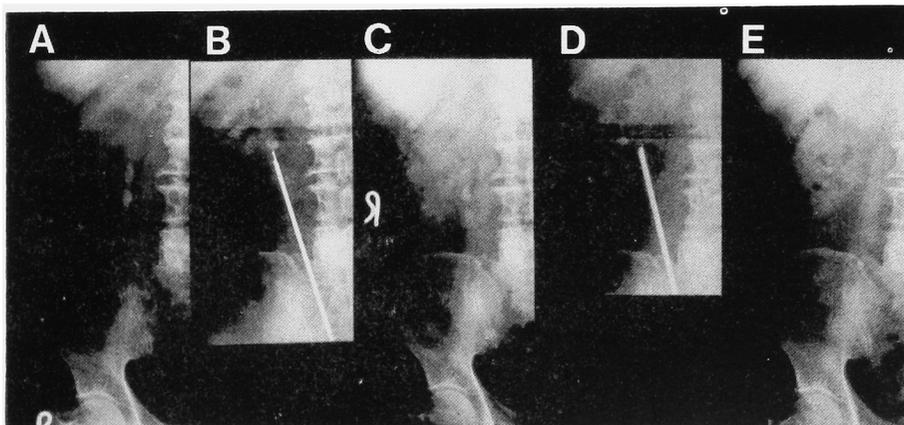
術後の“stone street”のため、TUL を2回行なった症例。A: 術前の、右腎と尿管の多発結石。B: 超音波破砕による下端の結石の碎石。C: 初回 TUL 後の stone street。D: 2回目の TUL。E: 術後の KUB。中腎杯に、排石可能な碎石片塊を認める。
